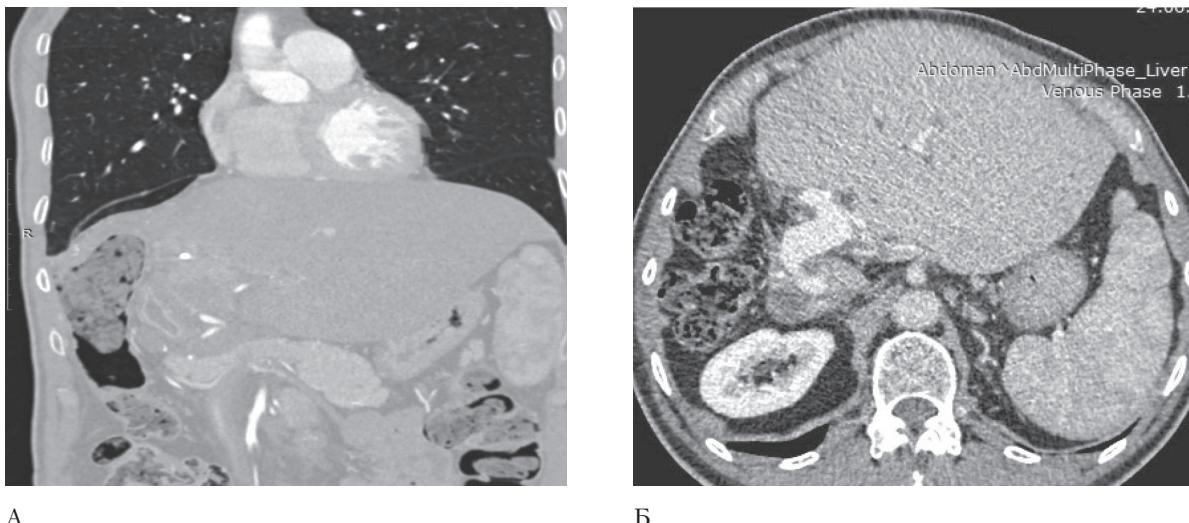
Контрольные МСКТ с в/венным контрастированием. Отсутствие рецидива заболевания: А — через год после операции; Б — через два года после операции
